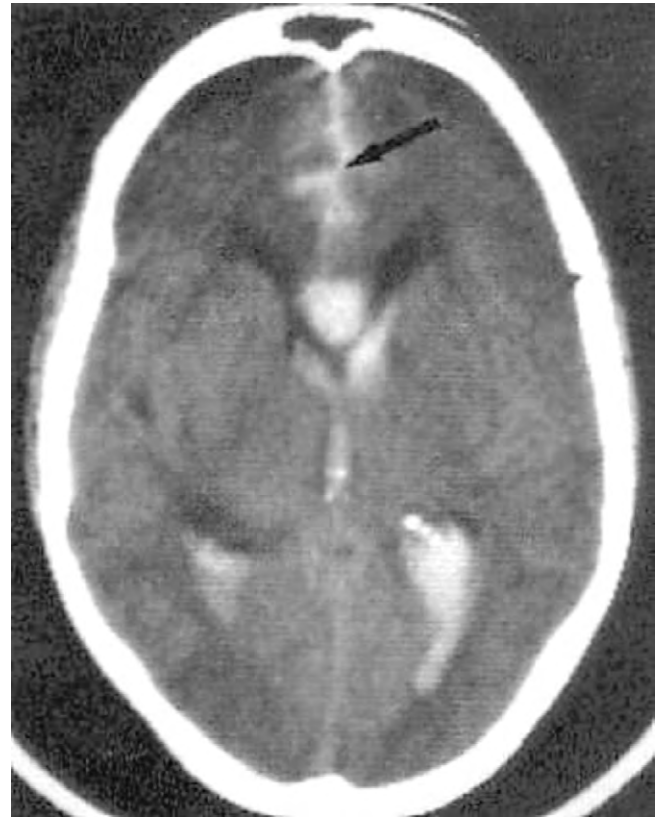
La TC axial muestra sangre intraventricular asociada a hemorragia subaracnoidea.
